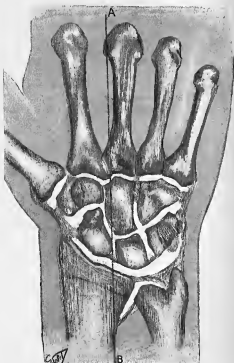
Cette figure diffère quelque peu de celles que l'on trouvera dans les traités classiques. Elle est la copie exacte d'une épreuve radiographique. — La ligne AB est la ligne suivant laquelle passent les coupes des figures 14 et 15.
